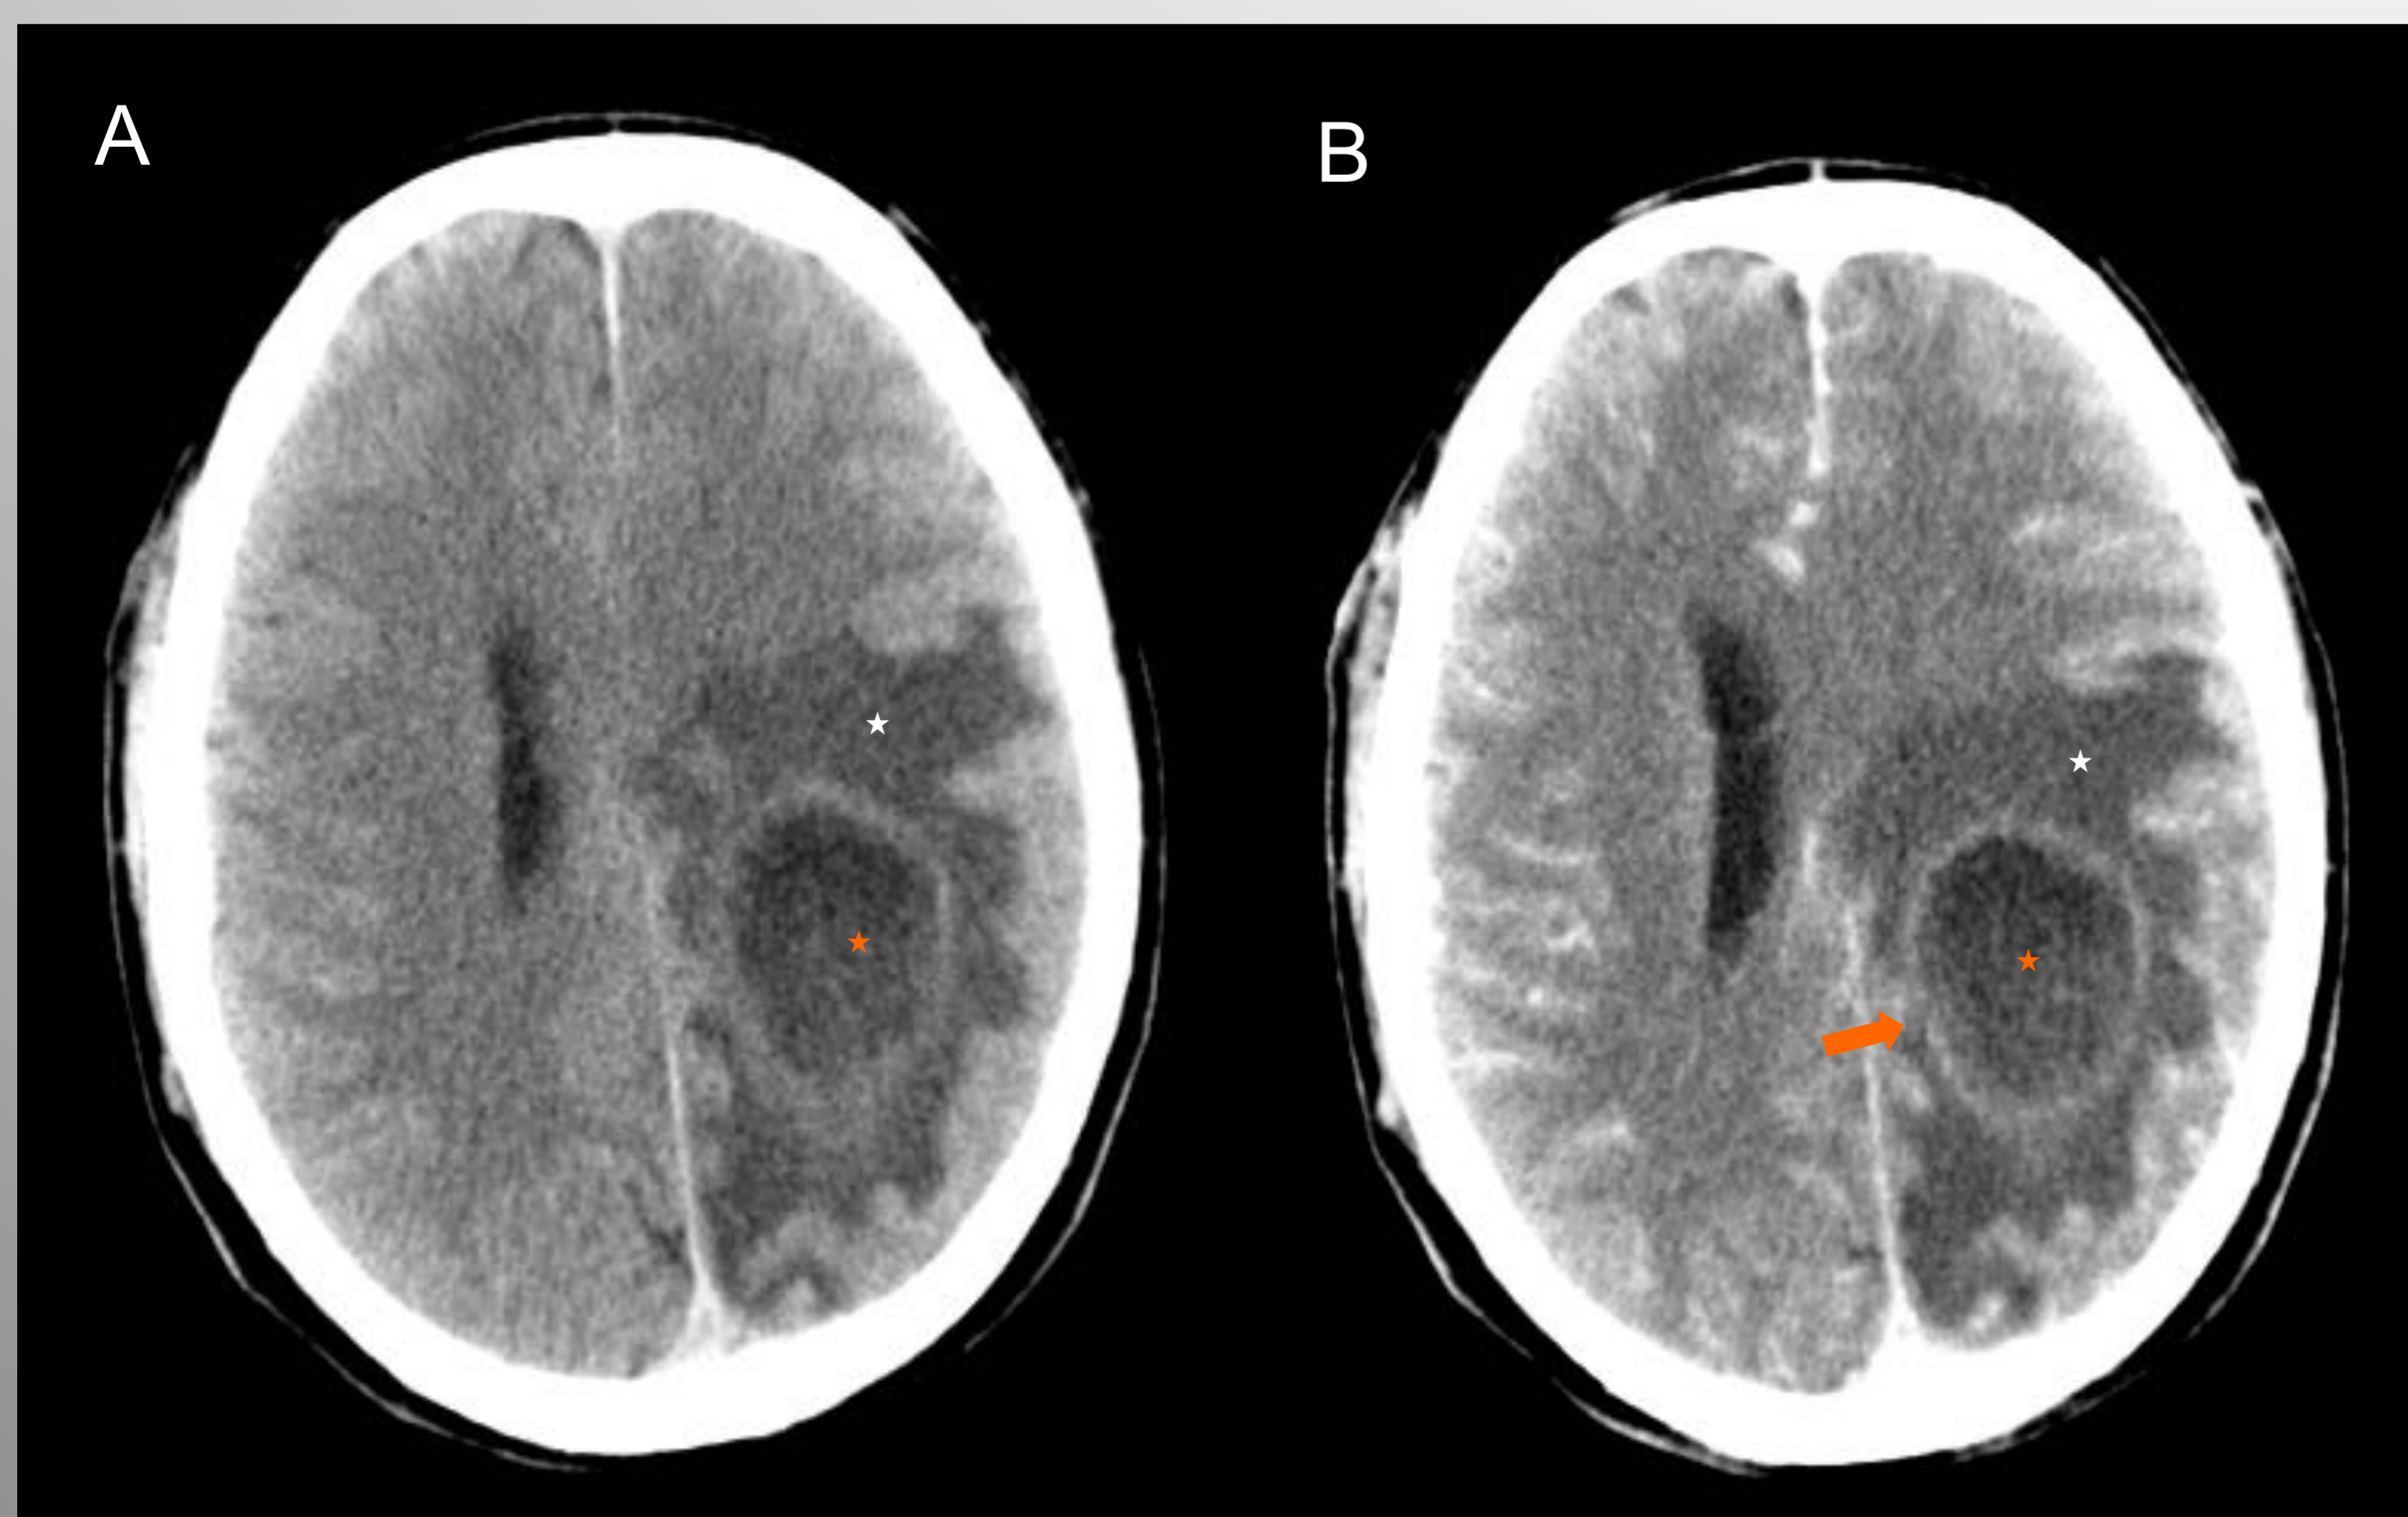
Imágenes axiales de TC sin civ (A) y con CIV (B) de un paciente con un absceso en el lóbulo parietal izquierdo.
